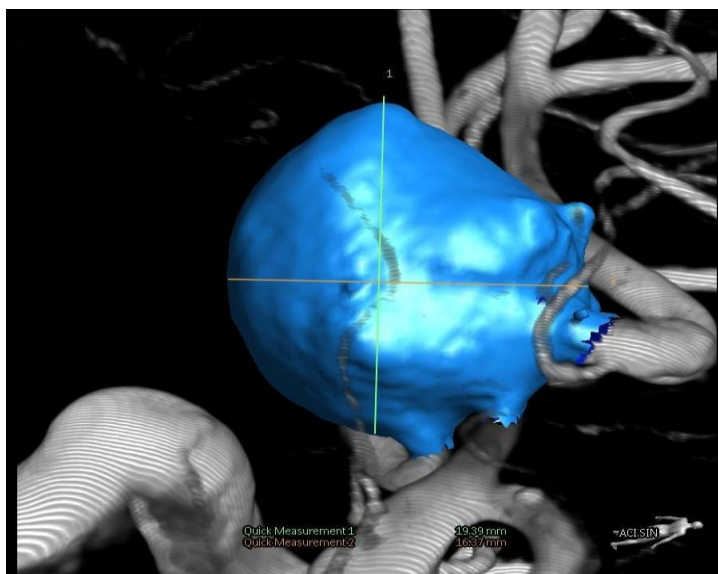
CTA mozkových tepen – VRT rekonstrukce tepen Willisova okruhu, pohled shora zezadu (zdroj: FN Hradec Králové)
